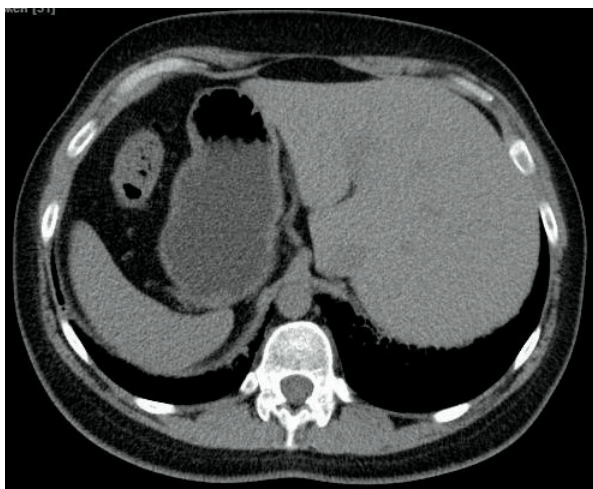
Компьютерная томография органов брюшной полости от 31.01.2017 г.
